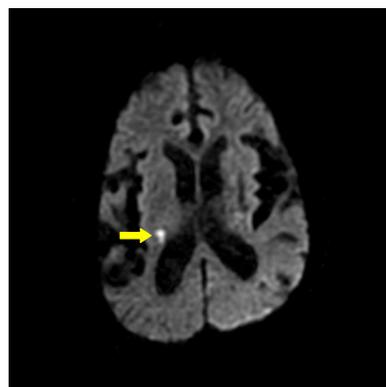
Brain MRI T2 (2019.04.23).
